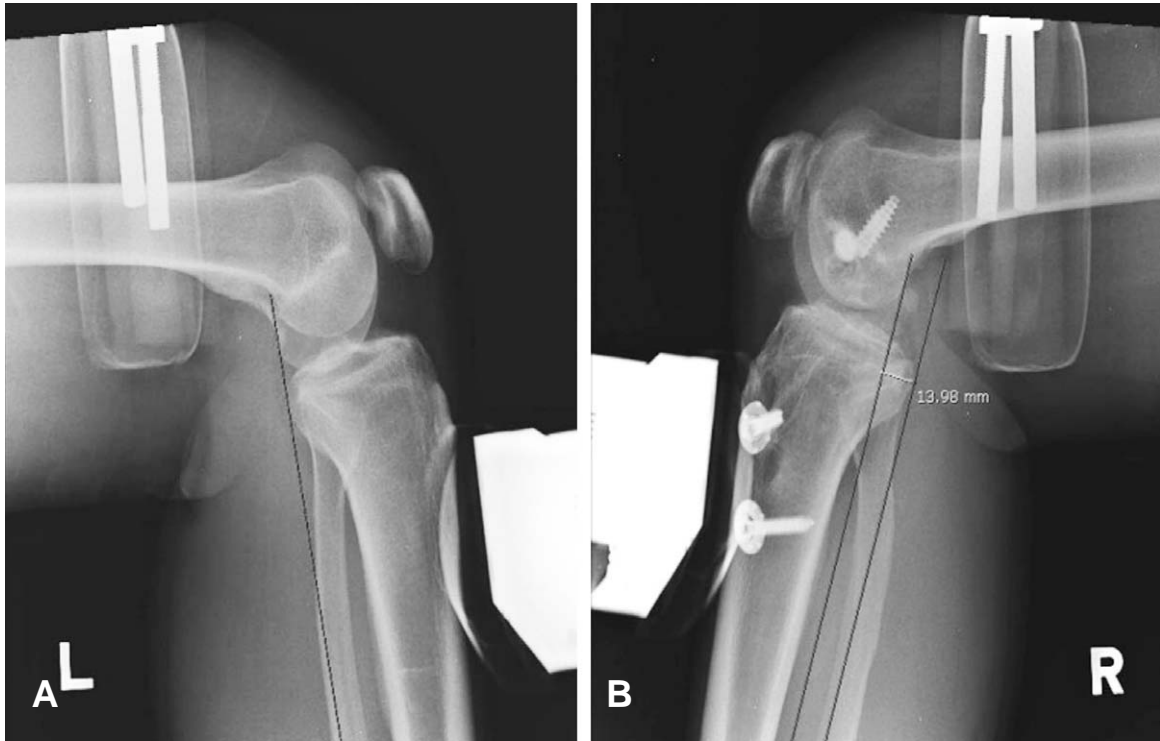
Posterior drawer Telos radiograph showed significant posterior translation of tibia.
